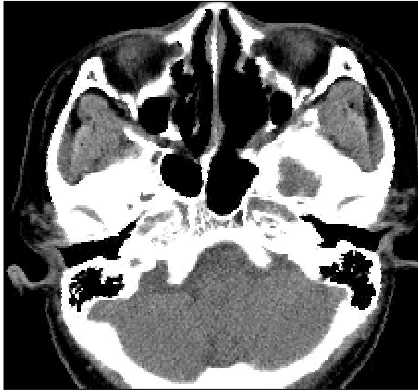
Postoperative contrast enhanced CT scan of paranasal sinuses. There is no mass lesion.
